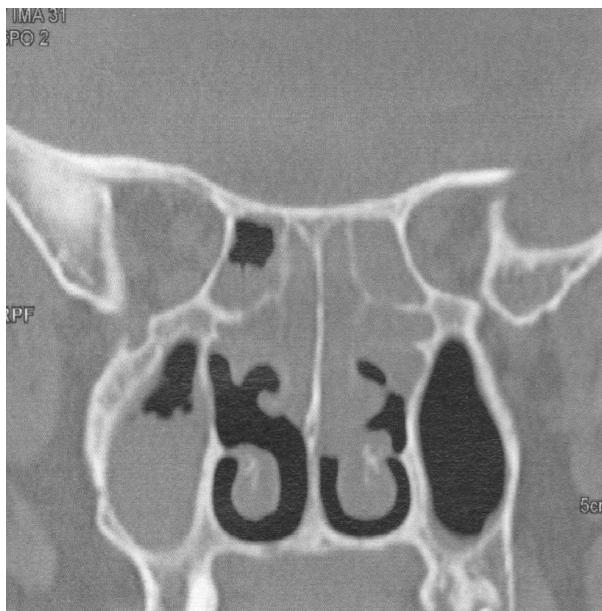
CT image. Native examination
